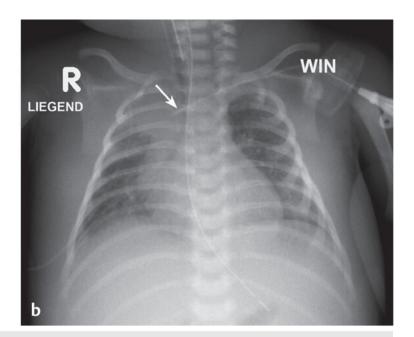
Röntgen-Thoraxaufnahme zur Kontrolle der ZVK-Lage.
